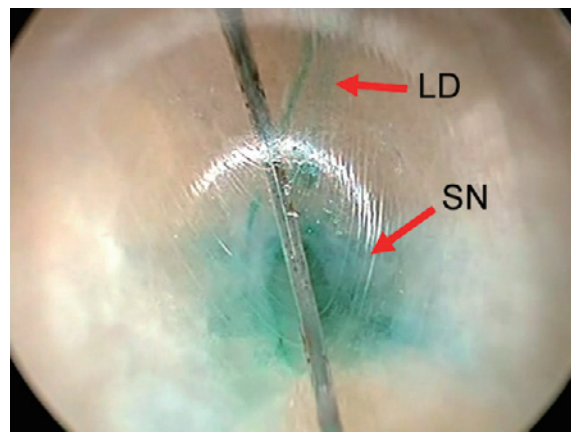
センチネルリンパ節(SN)と流入するリンパ管(LD)のビジポートを通した内視鏡像(文献12より) 矢印は、緑染したSNとLDを指している。立体的位置関係は3D-CT LGで把握しているので、リンパ管内の緑色素を追跡していけば、容易にSNを発見できる。
